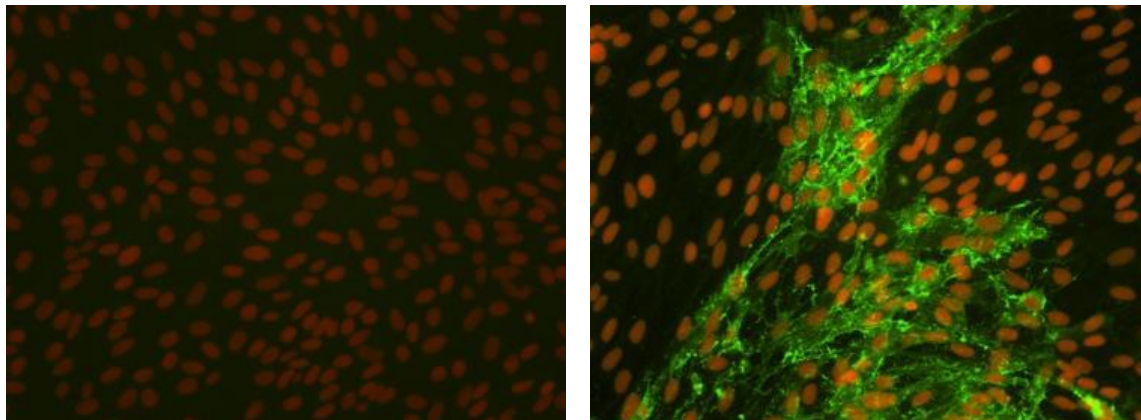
Indirekter Immunfluoreszenztest zum Nachweis von VHSV in CCLV Rie 38 RTG-2-Zellen (1 dpi, 1.AK: mAk VHS BioX 1 : 20, FITC Alexa Fluor 488 anti Maus IgG Invitrogen 1 : 600) Kernfärbung mit Propidiumiodid)
